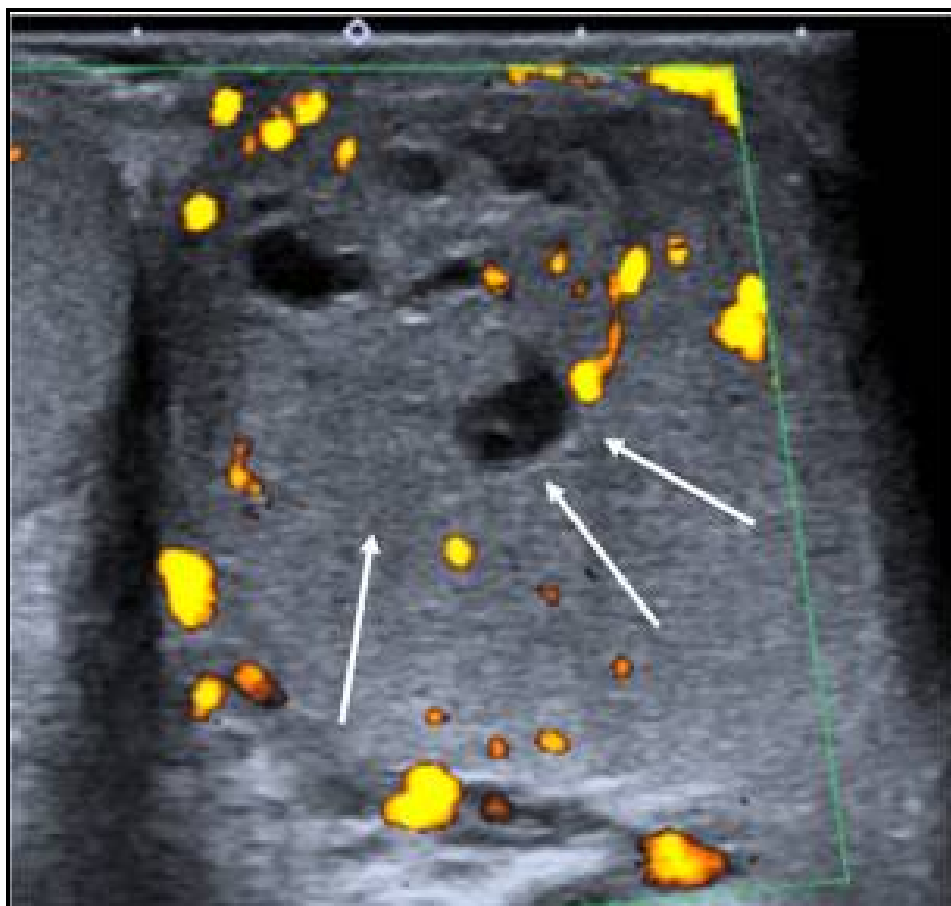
Coupe transversale du testicule en mode Doppler. Tumeur germinale non séminomateuse (limite cernée par les flèches). L'association de portions kystiques et solides était évocatrice de ce diagnostic. [6]
